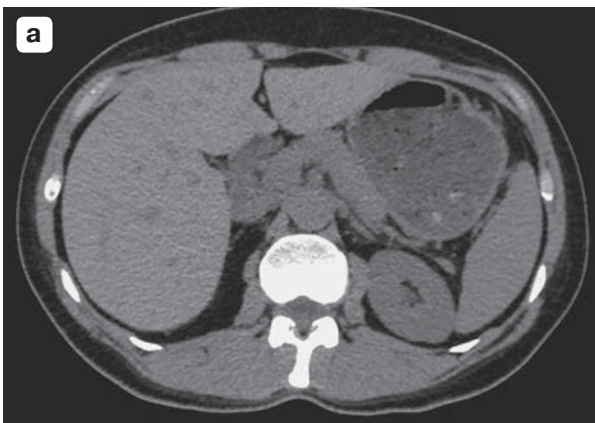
МСКТ брюшной полости. НЭН поджелудочной железы. Нативная (а) не информативна, однако в артериальную фазу (б) по переднему контуру железы гиперконтрастное образование, интенсивность контрастирования которого идентична контрастированию просвета брюшного отдела аорты.
